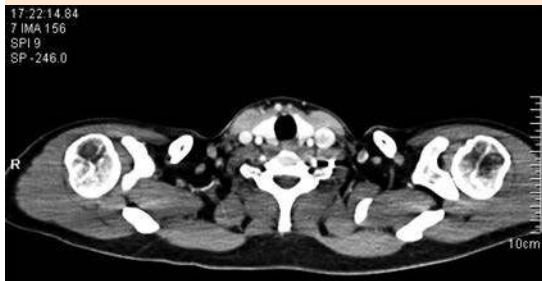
Tomografía axial computada de tórax con contraste. Los tejidos blandos muestran imágenes ovoides hipodensas con hilio graso en ambas regiones axilares.
